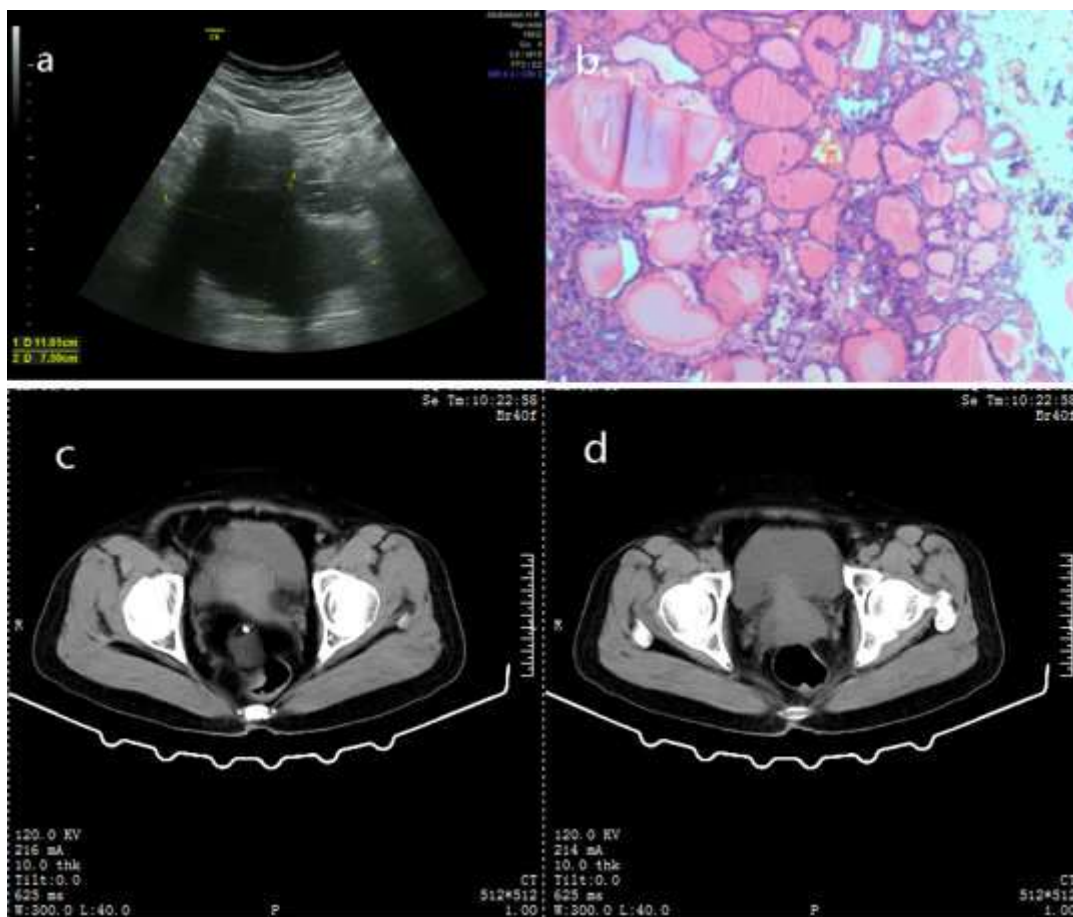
a. 阴式彩超示囊性肿物; b. 病检所见类癌; c. 增强 CT 扫描所示囊肿; d. 增强 CT 扫描所示盆腔包块
